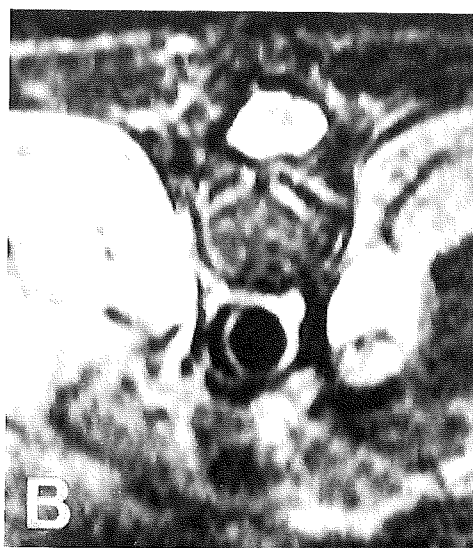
RMN Suprarrenales (T2). Se observa nódulo en suprarrenal derecha. Isointenso en T1 (a), e hiperintenso en T2 (b).
